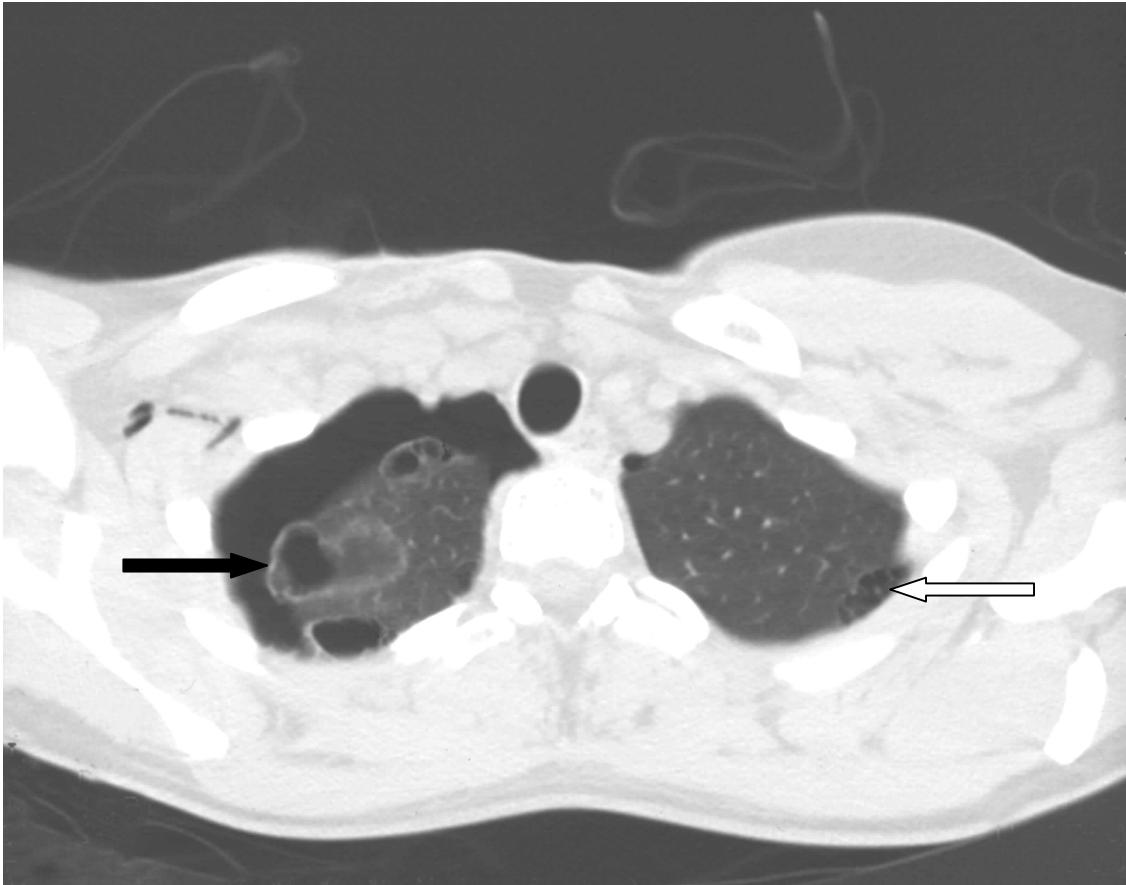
29jährige Patientin, HRCT 2/10mm, Erstereignis eines Spontanpneumothorax rechts. Deutlicher Restpneumothorax rechts ca. 2 cm breit. In der rechten Lungenspitze multiple bis zu 2 x 3 cm große Bullae (schwarzer Pfeil). Im linken Oberlappen subpleural mehrere Bulla bis 0,5 cm groß (weißer Pfeil).
